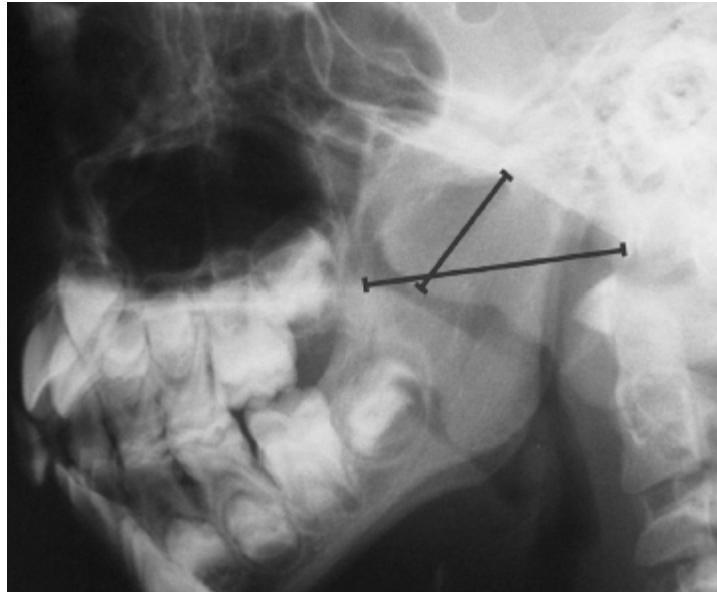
Valoración radiográfica de rinofaringe: Relación Adenoides / Nasofaringe. (Imagen tomada del artículo:Mlynarek et al: Lateral Neck Radiography versus direct video rhinoscopy in assessing adenoid size. The Journal of Otolaryngology 2004).
